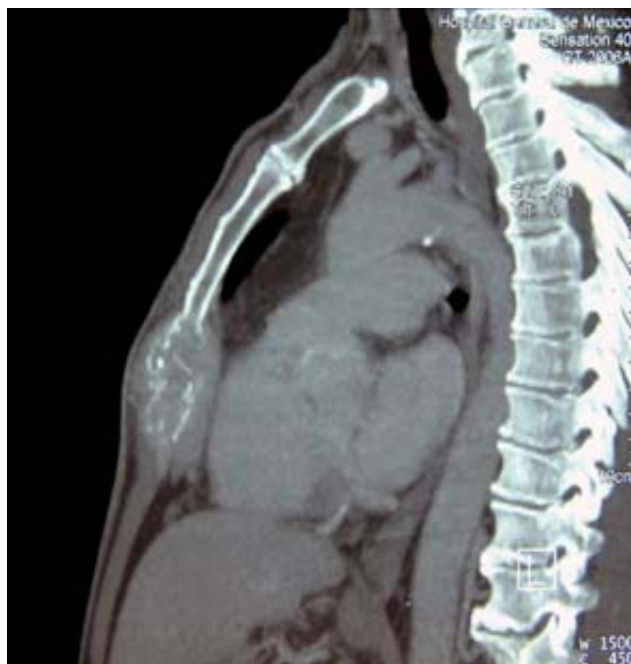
Tomografía axial computada con lesión lítica del apéndice xifoides sin lesión hepática evidente.
